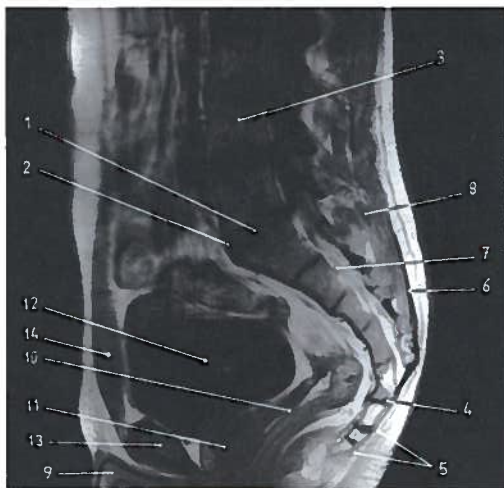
Corte sagital da bacia (sexo masculino) em RM
